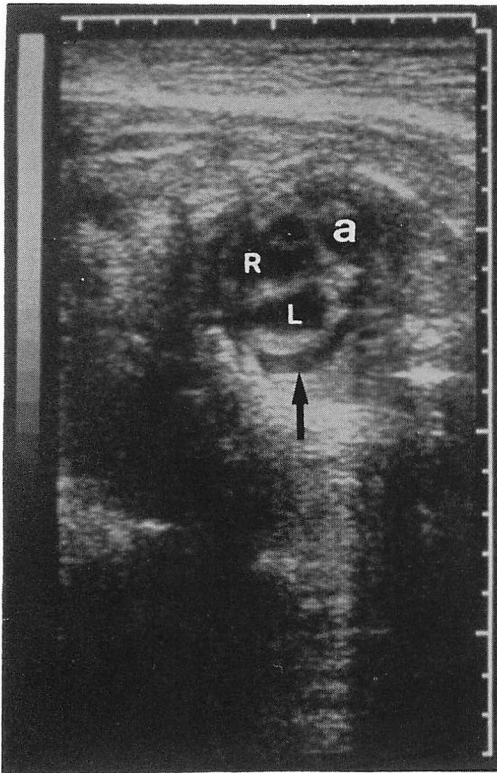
Two-dimensional echocardiogram (four-chamber view) in a fetus with complete A-V block.
